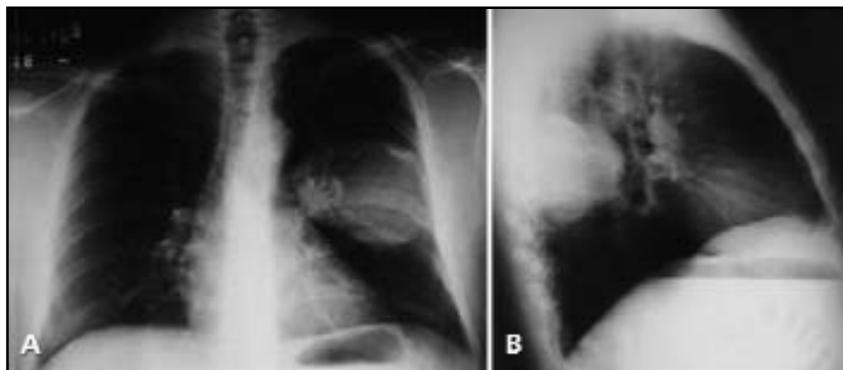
Radiografia de tórax: A) Pósterio-anterior: imagem nodular densa com efeito de massa, de contornos lobulados bem delimitados, medindo 9,5 cm de diâmetro. B) Perfil esquerdo: nódulo conectando ao 7º arco costal e projetando-se no segmento apical do lobo inferior do pulmão esquerdo.
